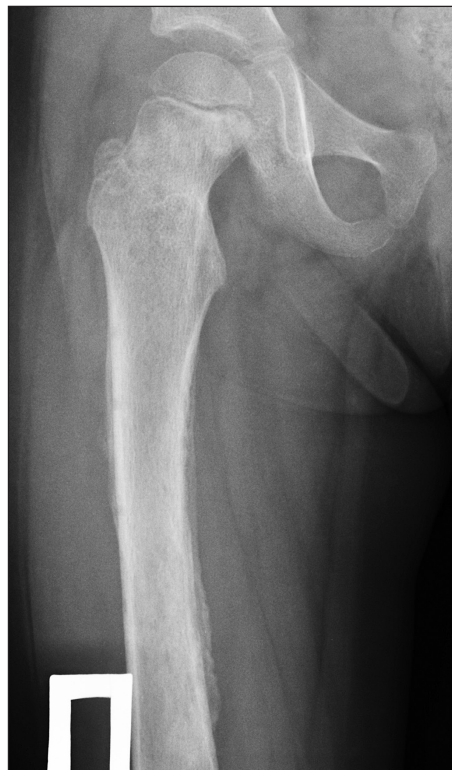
Рентгенограмма правой бедренной кости, 37 суток после операции.
